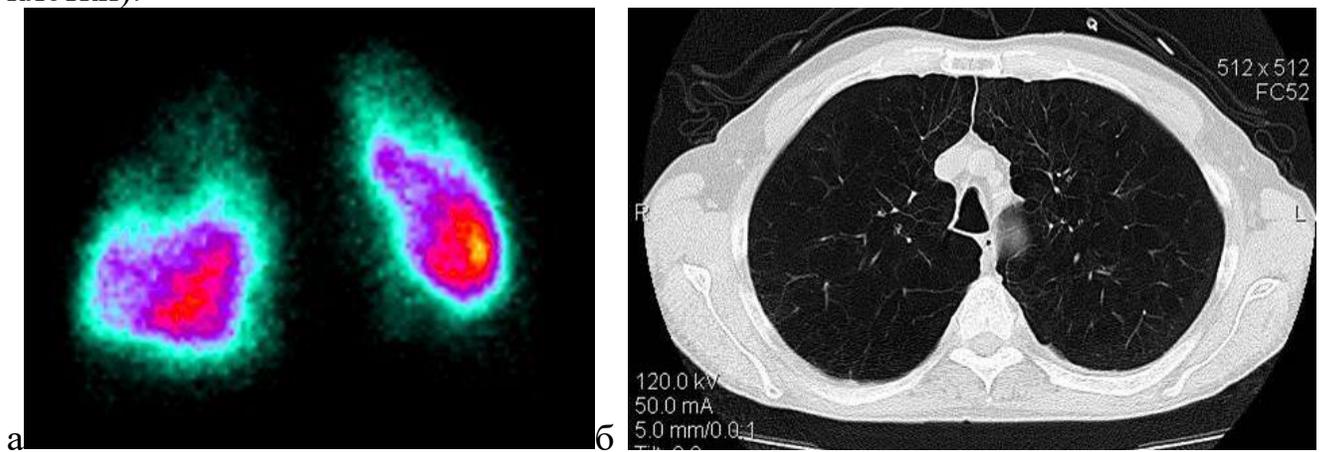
Преимущественно верхнедолевая эмфизема без булл (а – перфузионная сцинтиграфия легких, б – МСКТ грудной клетки)
